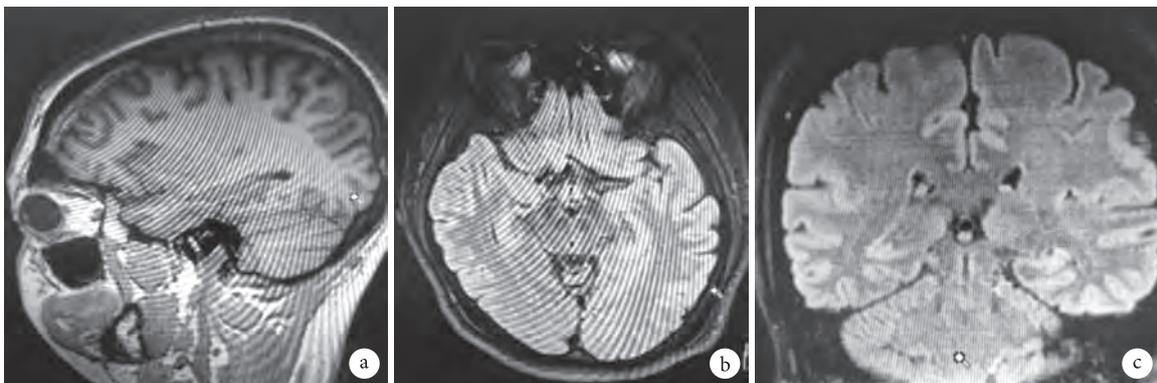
患儿父亲颅脑 MRI 平扫及弥散序列+癫痫序列 (0.9 mm)
